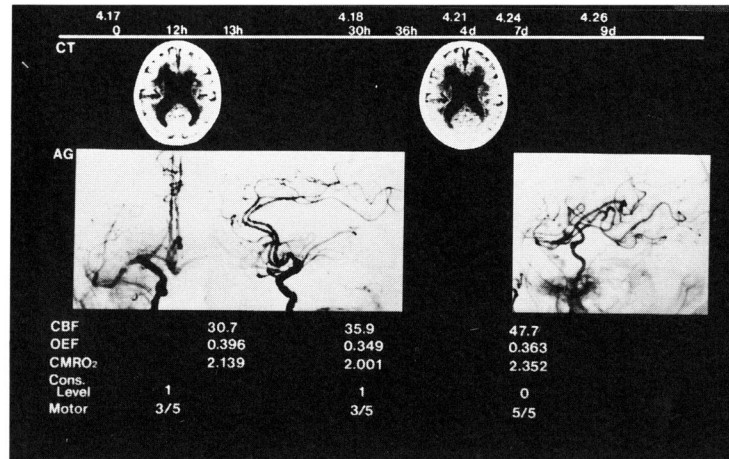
Operated case. The right CAG demonstrates the superior trunk of MCA occlusion. The post-operative angiogram shows good filling of bypass flow. The CT scan shows no evolution of LDA.
